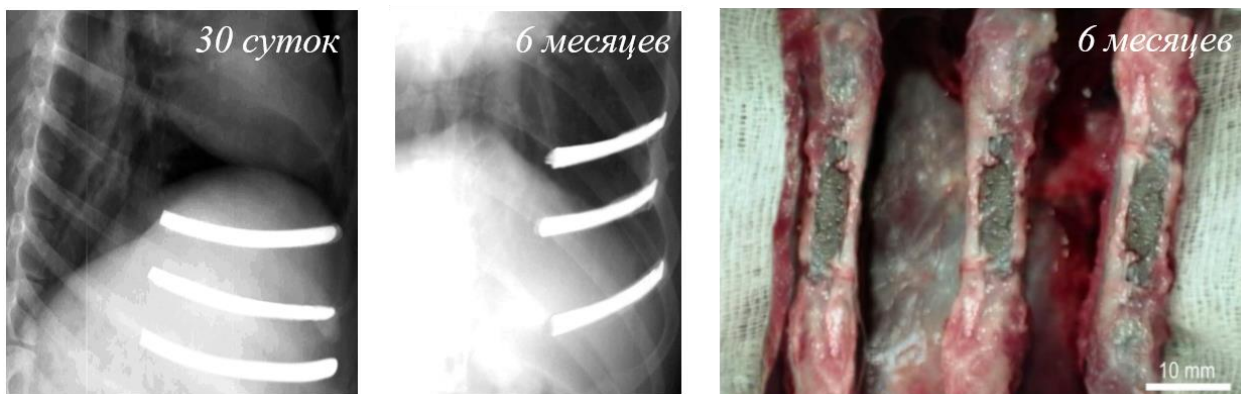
Рентгенограммы и остеинтеграция органов грудной клетки животного после имплантации пористых пластин из никелида титана
